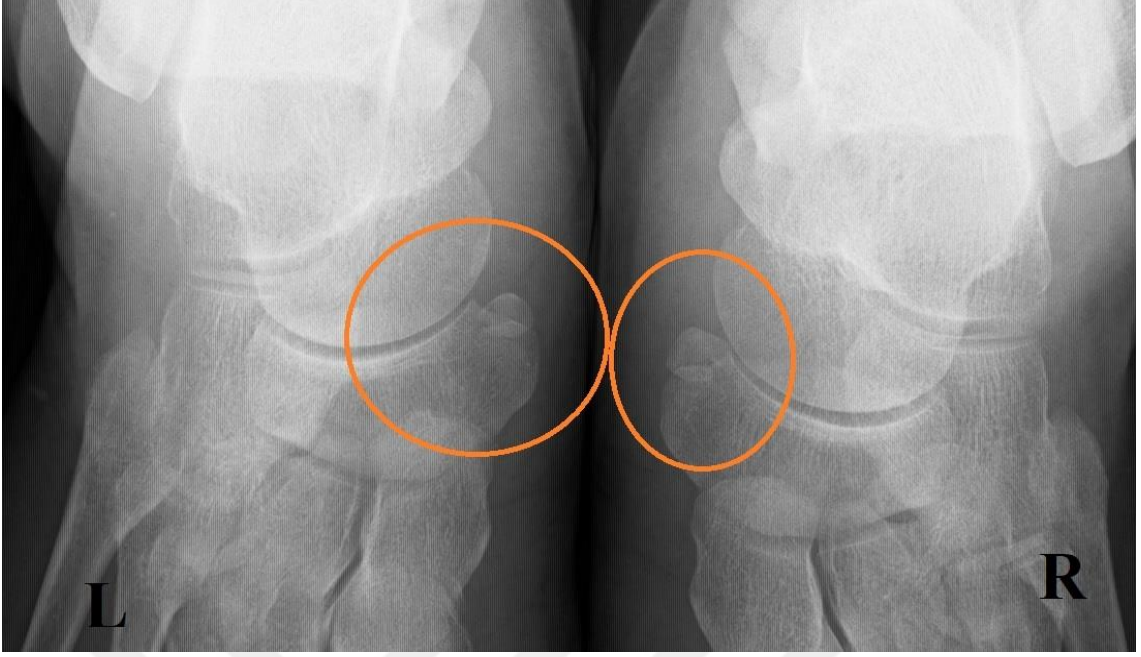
Ayak burkulması şikayetiyle gelen kadın hastanın sol ayak radyografisi (Tip 2).
